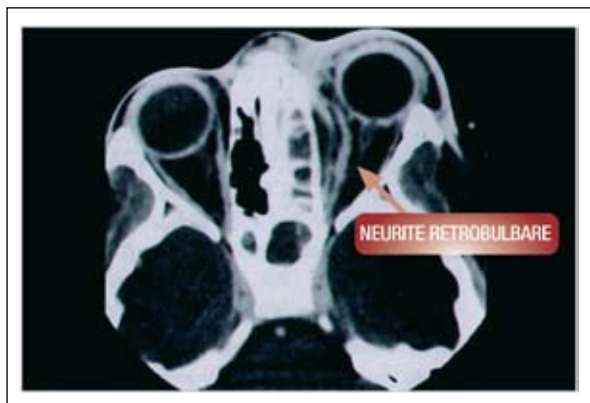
TC con segni di neurite retrobulbare secondaria a cellulite orbitaria.
